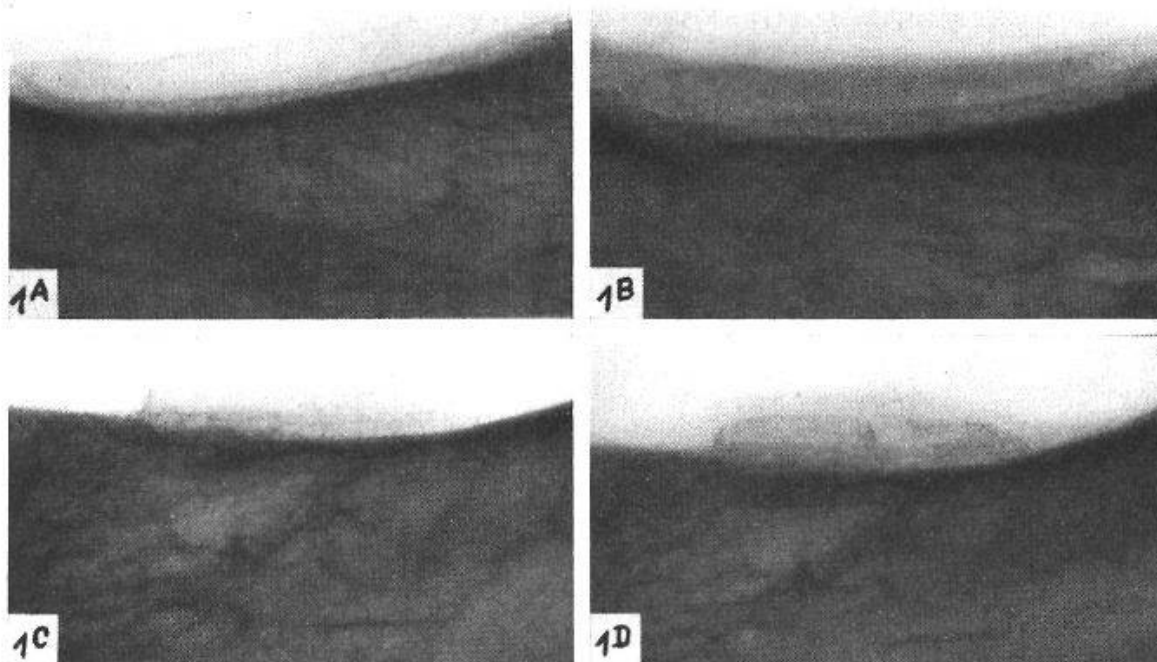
Radiographies agrandies de crêtes alvéolaires chez une femme de 71 ans. — A = côté droit, 18 mois après l'insertion d'un greffon de cartilage. B = côté droit 32 mois après l'insertion du greffon. C = côté gauche 18 mois après l'insertion du greffon. D = côté gauche 32 mois après l'insertion du greffon.
